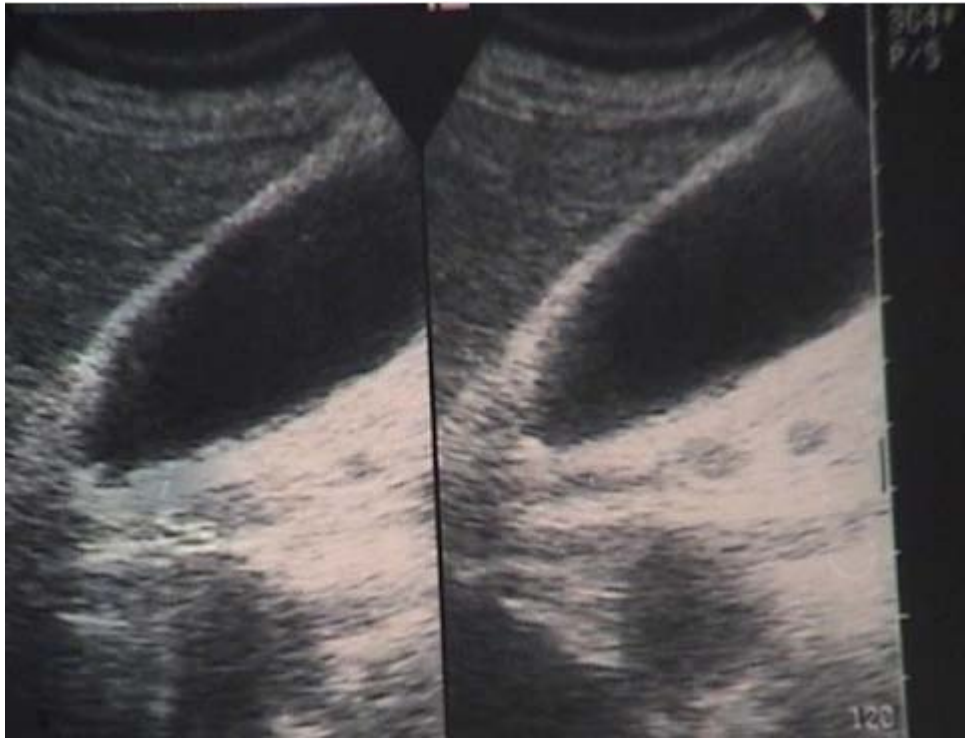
Image échographique montrant une vésicule biliaire distendue microlithiasique à paroi épaisse.
